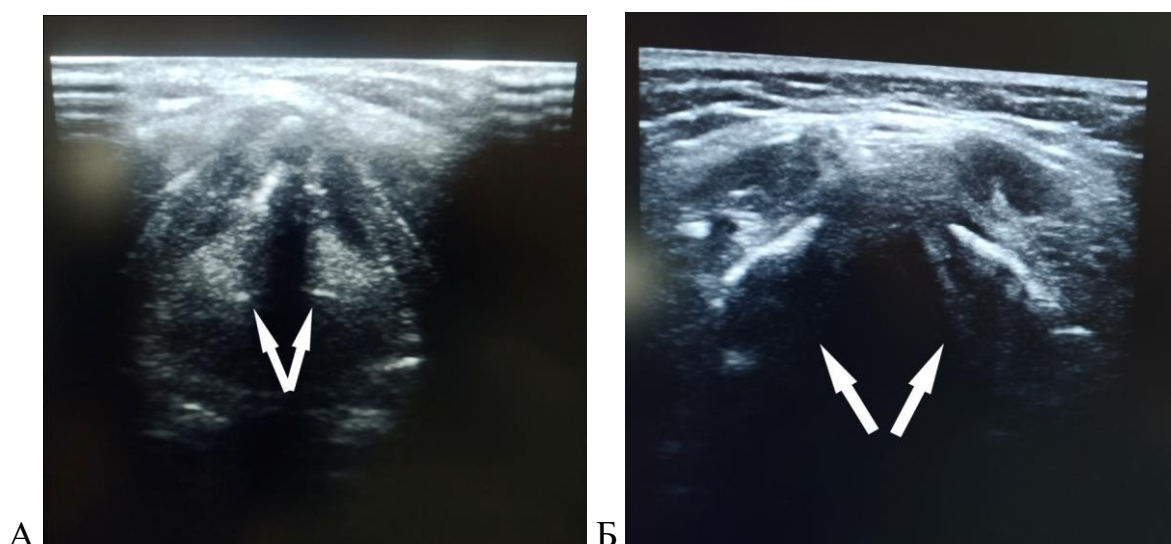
Чрезкожная ультрасонография гортани: А – результаты пациента Т, 34 года, группа сравнения. Диагноз: ДТЗ III ст. по (О.В. Николаеву), II ст. (по ВОЗ). Тиреотоксикоз тяжелой степени. УЗИ гортани на 5 сутки после ТЭ. Лоцируются ложные голосовые складки в В-режиме при проведении пробы Вальсальвы (норма); Б- результаты пациентки А., 64 лет, основная группа. Диагноз ДТЗ III ст. (по О.В.Николаеву), II ст. (по ВОЗ). Тиреотоксикоз средней степени тяжести. УЗИ гортани на 5 сутки после СРЦЖ. Лоцируются ложные голосовые складки в В-режиме при фонации (норма)
